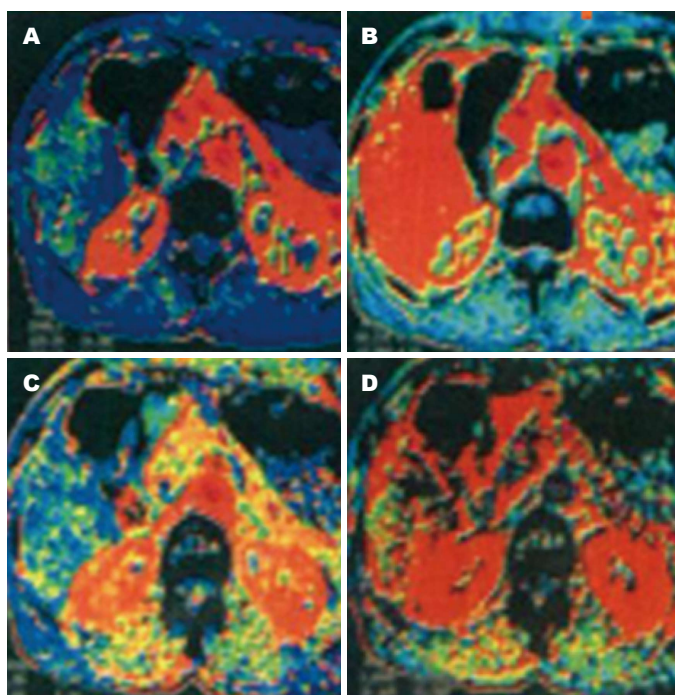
对照组患者CT灌注图像. A: BF; B: BV; C: MTT; D: PS. BF: 血流速度; BV: 血容量; MTT: 平均通过时间; PS: 表面通透性.
